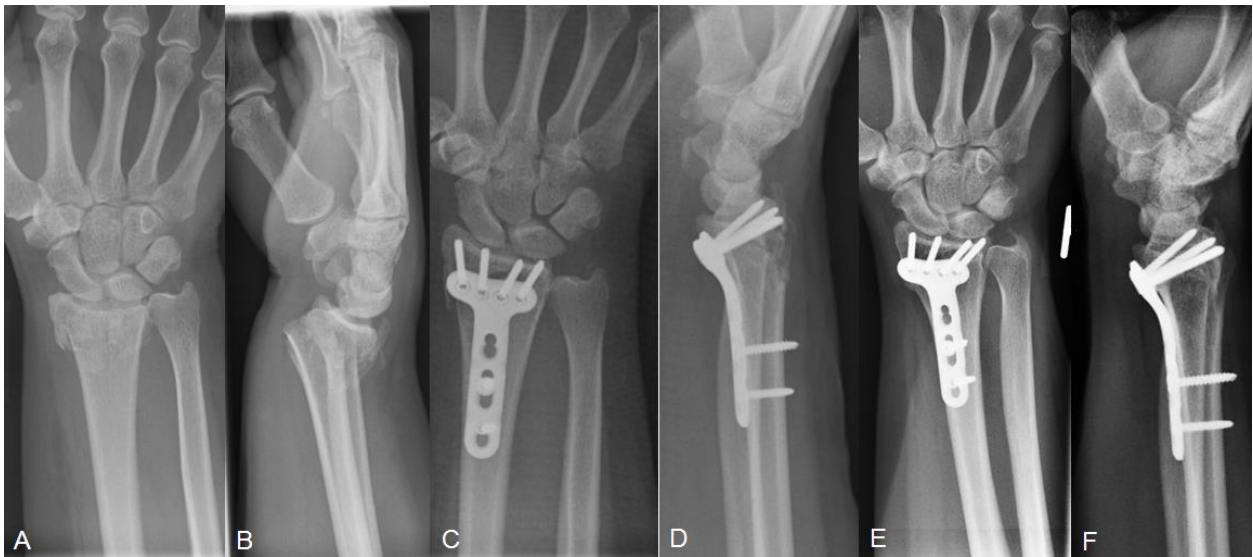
Distale Radiusfraktur, die mit einer von palmar eingebrachten winkelstabilen Plattenosteosynthese behandelt wurde. Röntgenbilder präoperativ posteroanterior (A) und seitlich (B), unmittelbar postoperativ (C,D) und zum Zeitpunkt der Nachuntersuchung (E,F, 12 Monate postoperativ). Die Aufnahmen stammen von einer 57-jährigen Patientin, die bei Glätteis gestürzt war, sich dabei eine distale Radiusfraktur (C2 nach AO-Klassifikation) zugezogen hatte und mit einer von palmar eingebrachten 2,4 mm Locking Compression Plate (LCP, Synthes®, Uttingen, Deutschland) versorgt wurde. Eigenes Bildmaterial.
